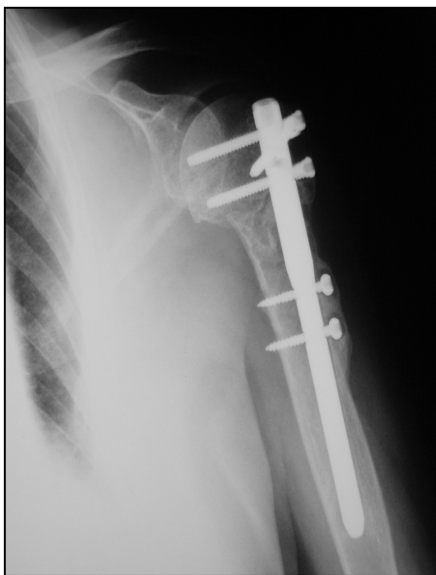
und Abb. 36: Röntgenbilder in 2 Ebenen 12 Monate post operationem
